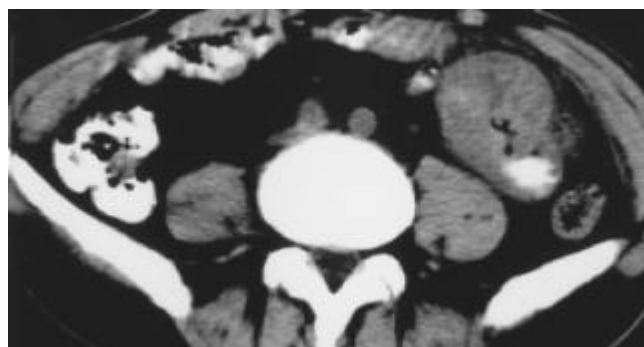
空肠腺癌CT表现。左中腹一段肠曲明显增粗,管壁不规则增厚,肠腔狭窄,偏心。
